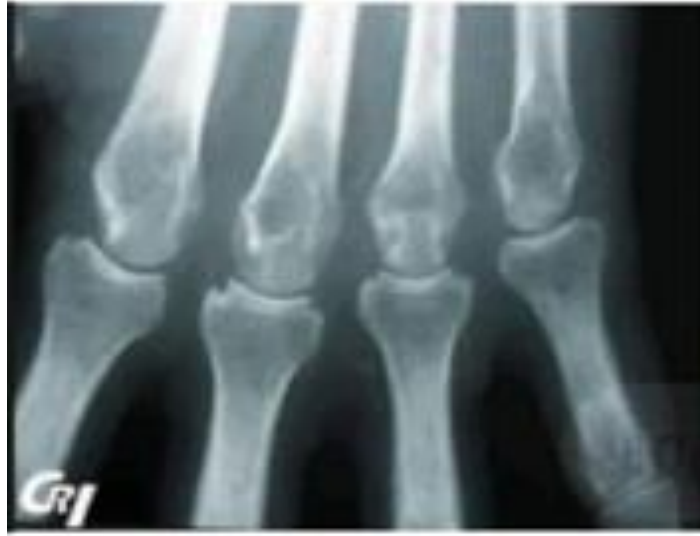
radiographie standard avec érosions marginales typiques des 2ème, 3ème et 4ème phalanges, déminéralisation épiphysaire et pincement débutant des 2ème, 3ème et 4ème MCP polyarthrite rhumatoïde (Rahal et al., 2014).
